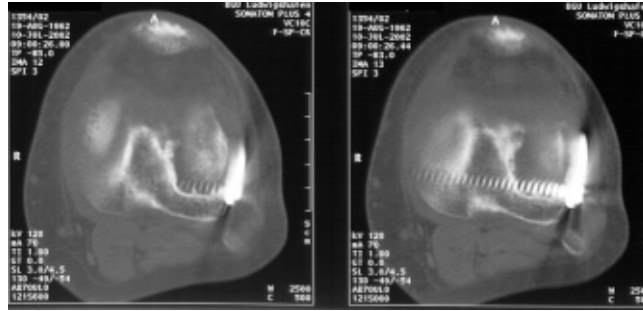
Röntgenbild Querformat.
